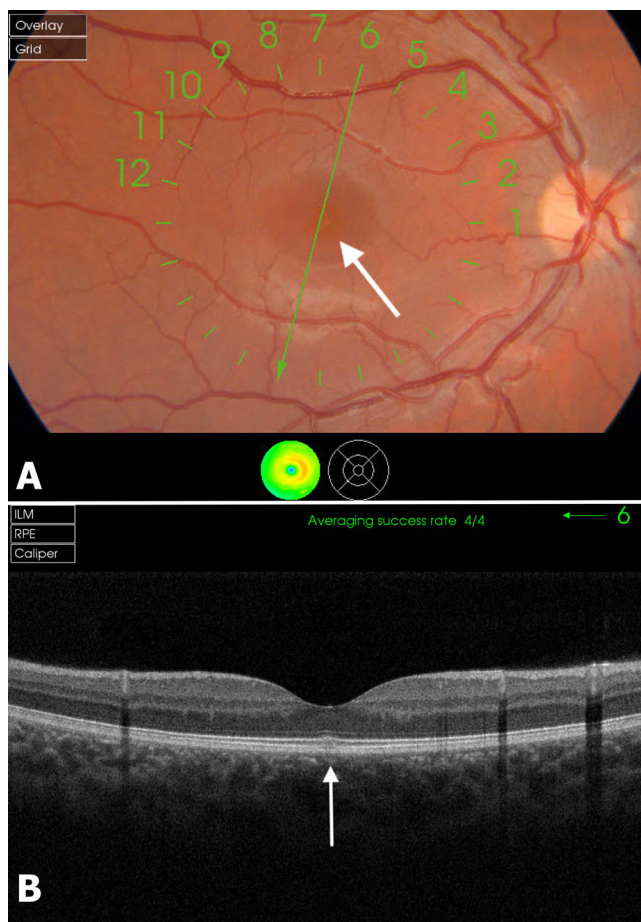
Fond d'œil droit (panel A) révélant une tache jaune fovéale (flèche). Tomographie en cohérence optique de l'œil droit (panel B) révélant l'atteinte du segment externe des cônes de la fovea (flèche)
